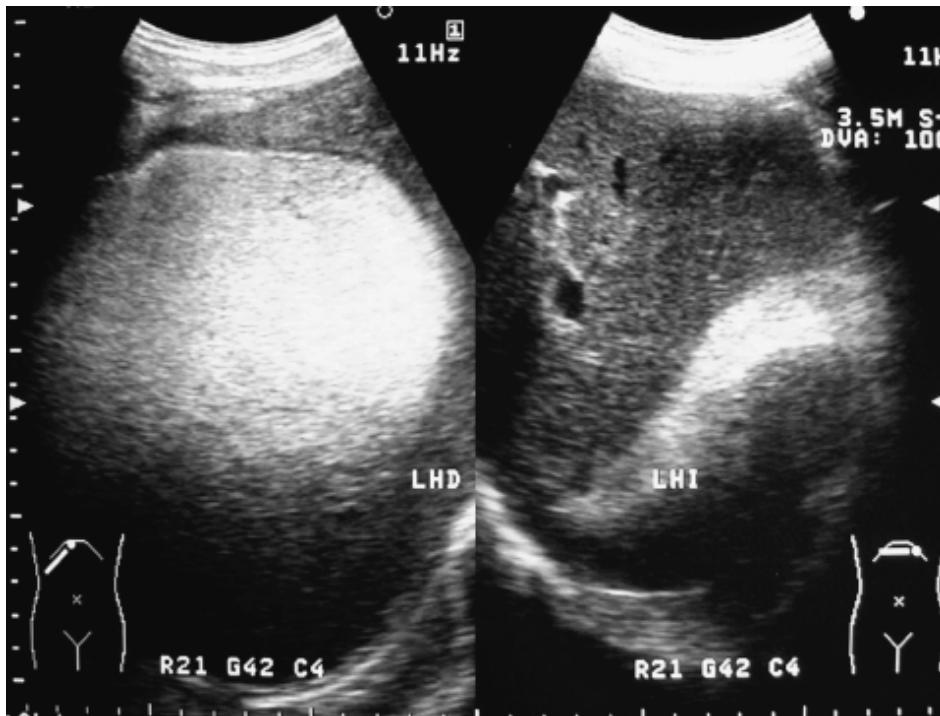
Absceso subfrénico: Ultrasonido hepático. Imagen muy ecogénica redondeada que ocupa la totalidad del lóbulo hepático derecho, provocando sombra "sucia" compatible con aire.
